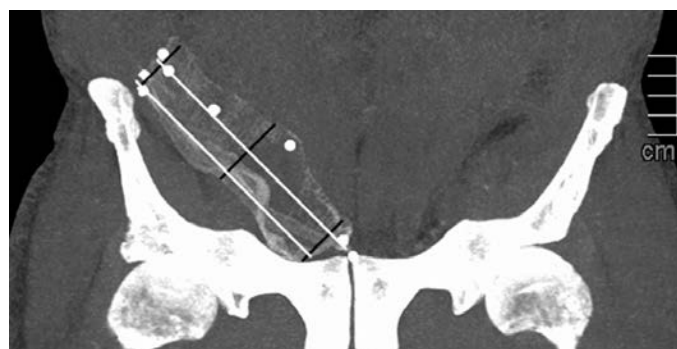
Оценка площади импланта из титановой нити после паховой герниопластики при МСКТ (мультипланарная реконструкция изображения, фронтальная плоскость: линии белого цвета - длина импланта, линии чёрного цвета - высота импланта).
